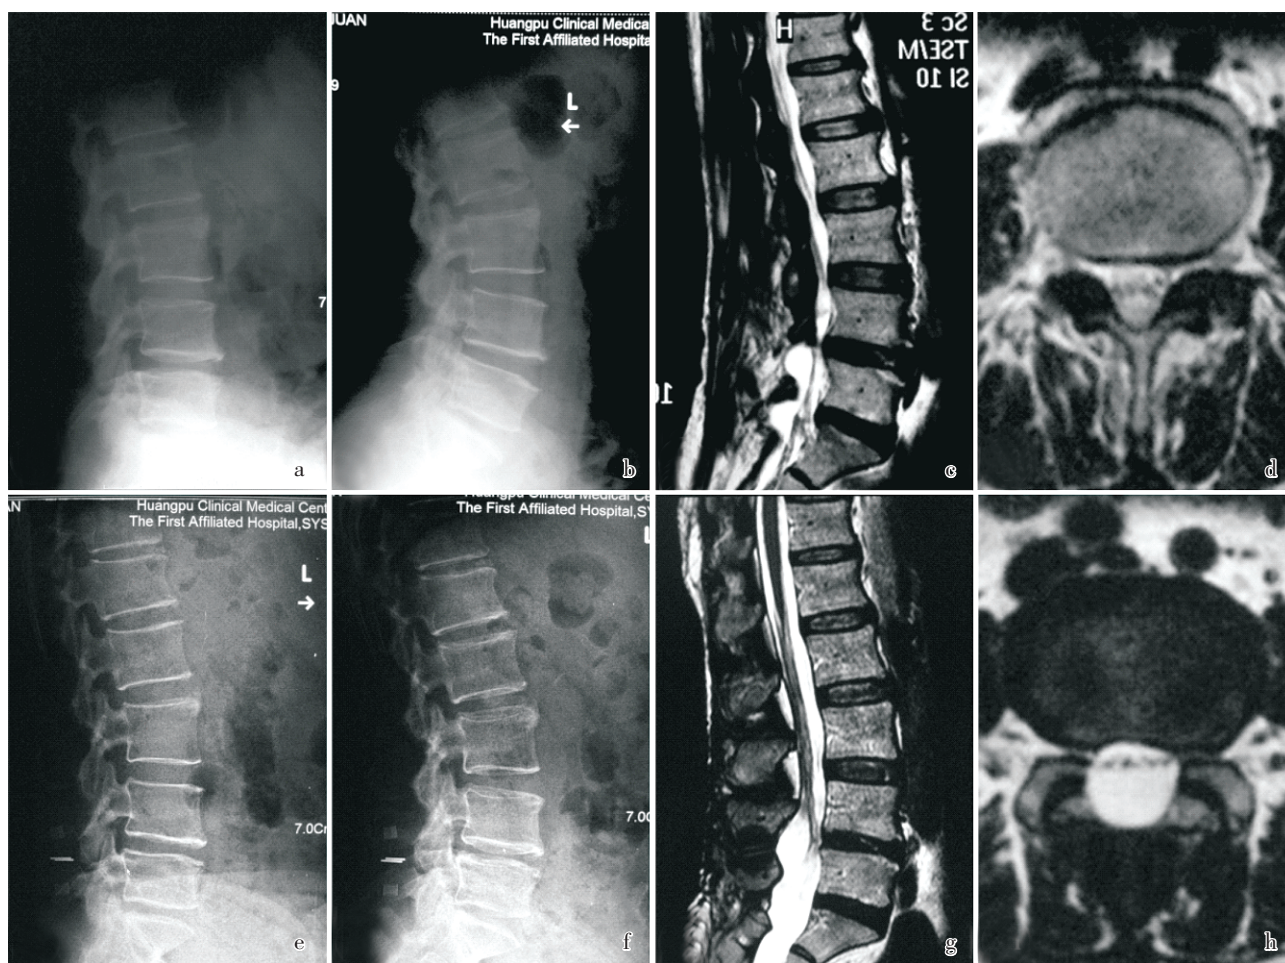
L4/5 单节段退变性失稳 X 线与 MRI 图
